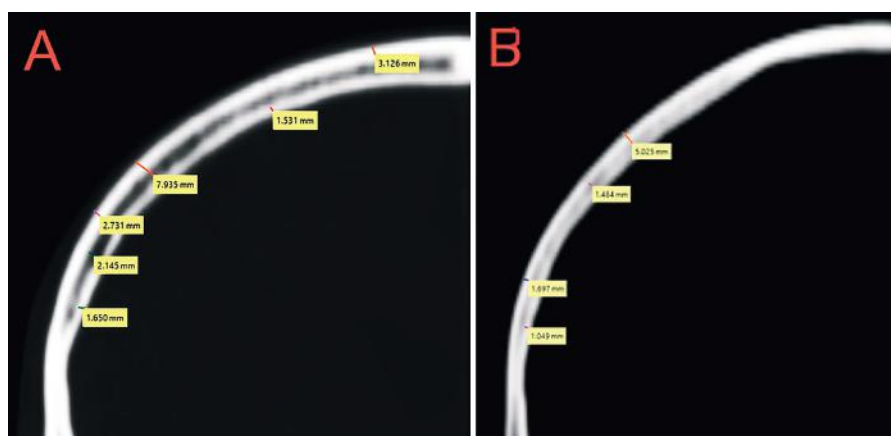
Variability of the layered structure of the parietal bones found in men and women of mature age: A – male, brachyranes (CT scan № 1932), B – female, dolichocrania (CT scan № 1910).
